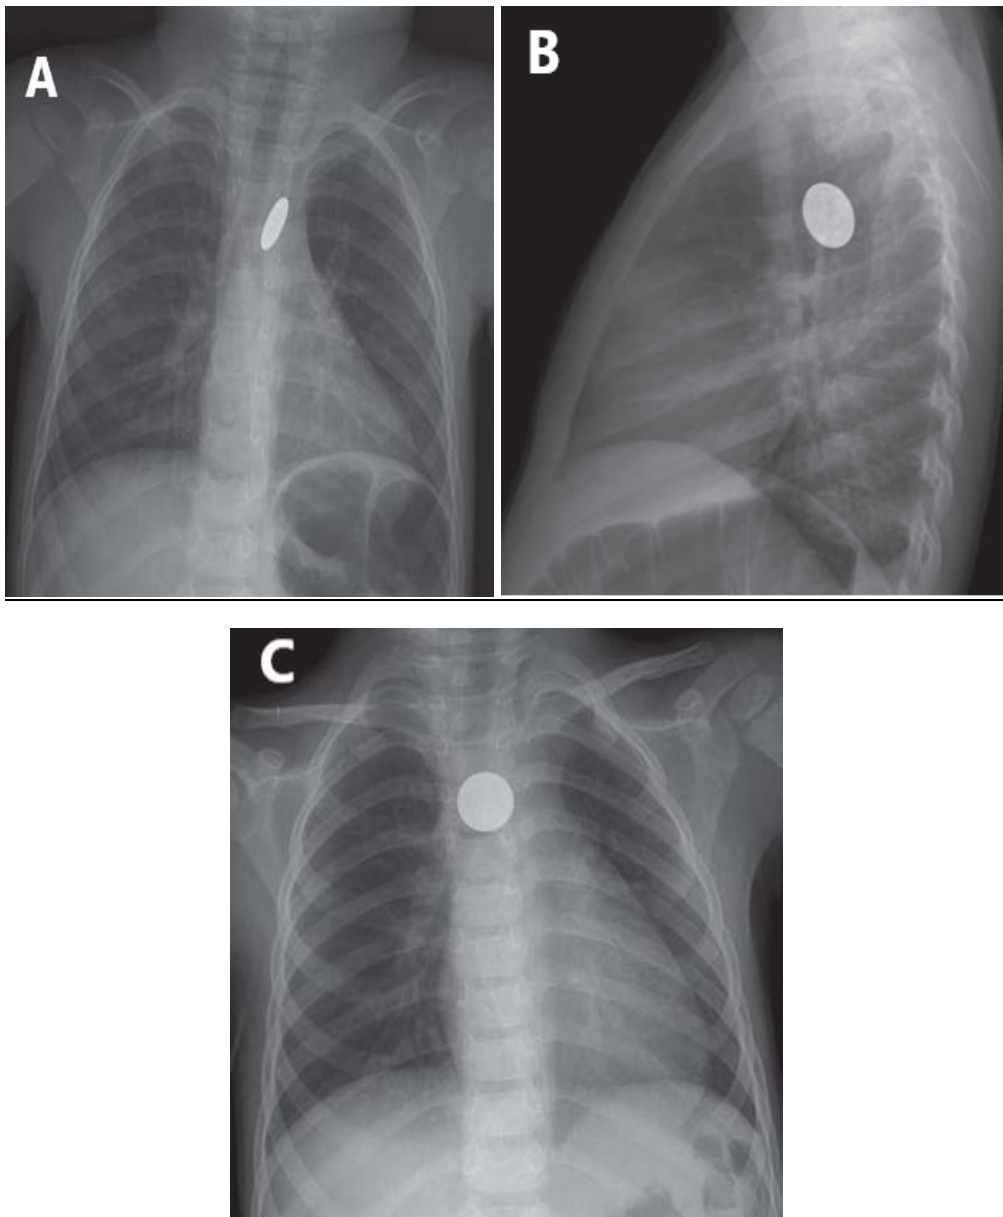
Garçon de 3 ans avec une pièce de monnaie ingérée. (A) et (B) : Les radiographies initiales révèlent une pièce orientée sagittalement au niveau de l'arc aortique en saillie à gauche des voies aériennes sur la vue frontale (A) et à l'emplacement prévu de l'œsophage sur la vue latérale (B). (C) : La radiographie frontale du jour suivant montre que la pièce reste au niveau de l'arc mais est maintenant orientée dans le plan coronal [57].
